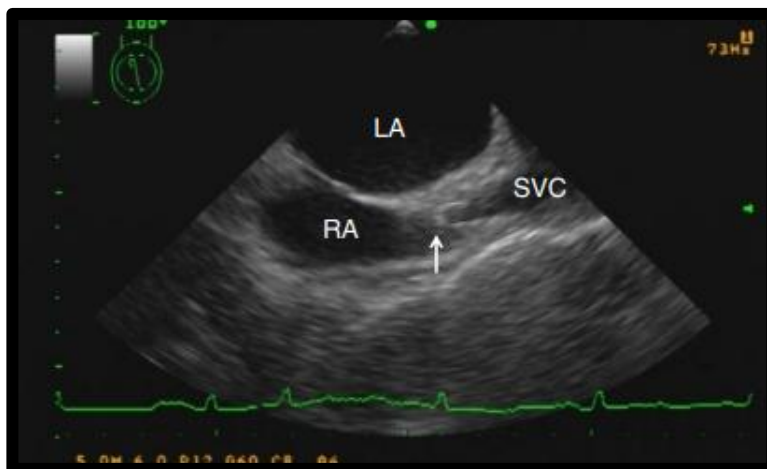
Ecocardiograma transesofágico que muestra la punta en J de la guía metálica (flecha) ingresando a la aurícula derecha(23)
